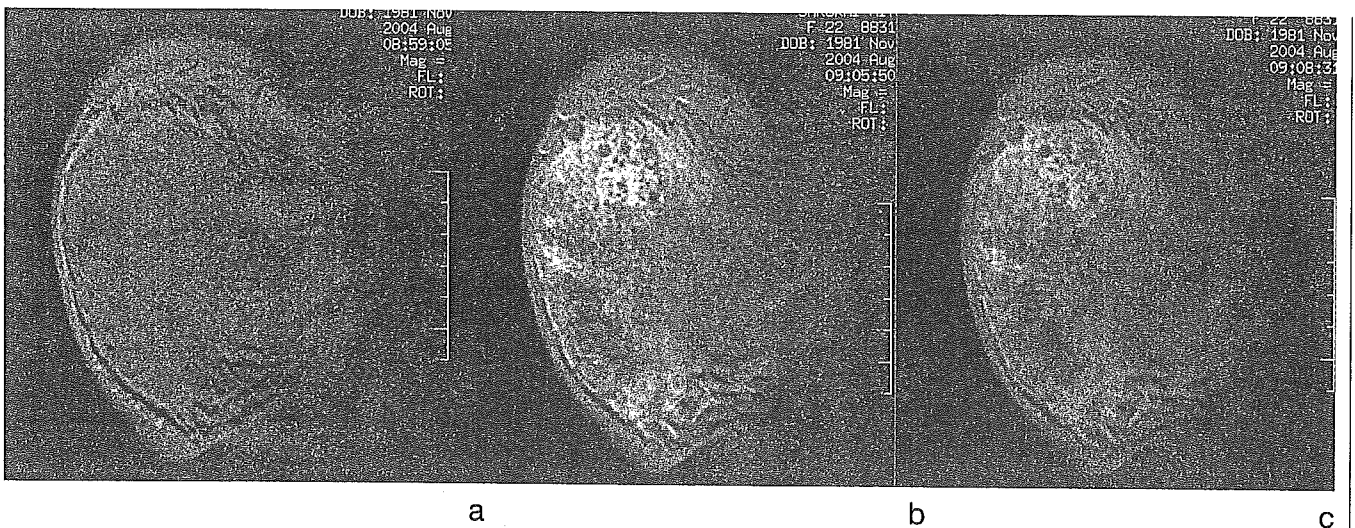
Using dynamic MRI (coronary view) with T1-weighted images, the lesion was enhanced markedly in the early phase. (a) Plain image. (b) Early phase (2 min). (c) Late phase (5 min).
